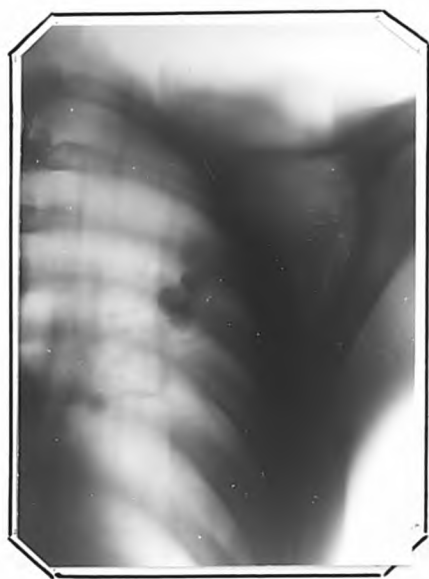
и 8. Прицельный снимок и томограмма левого
